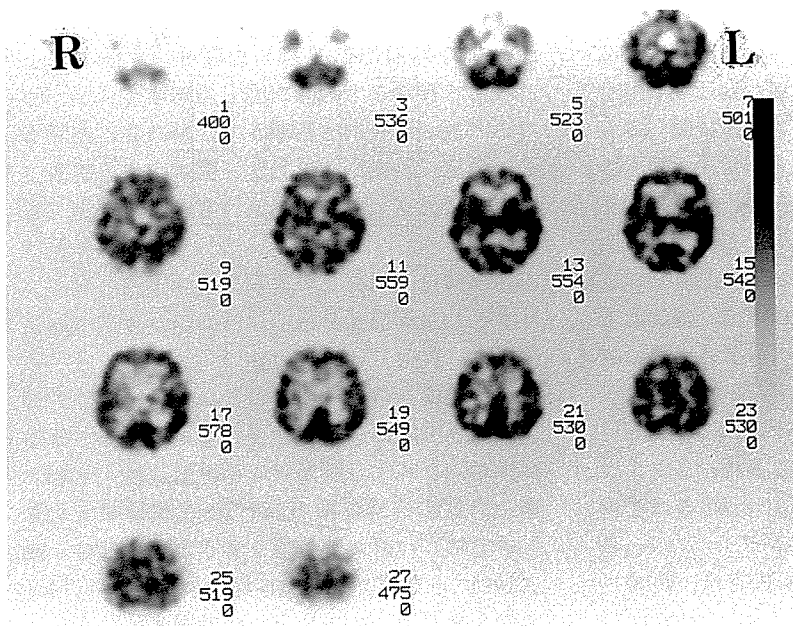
発症4カ月後の<sup>123</sup>I-IMPによる頭部SPECT像
